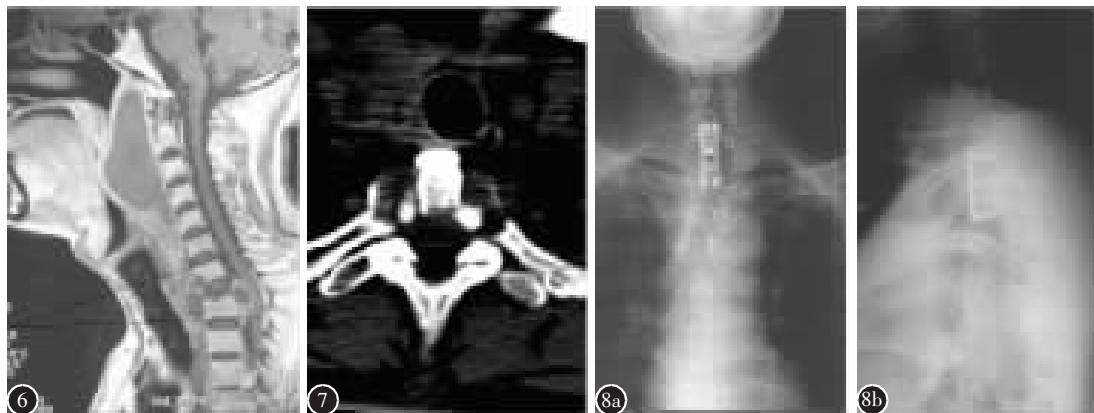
术前 MRI 示 T1 椎体破坏,冷脓肿形成,Cobb 角 25°
